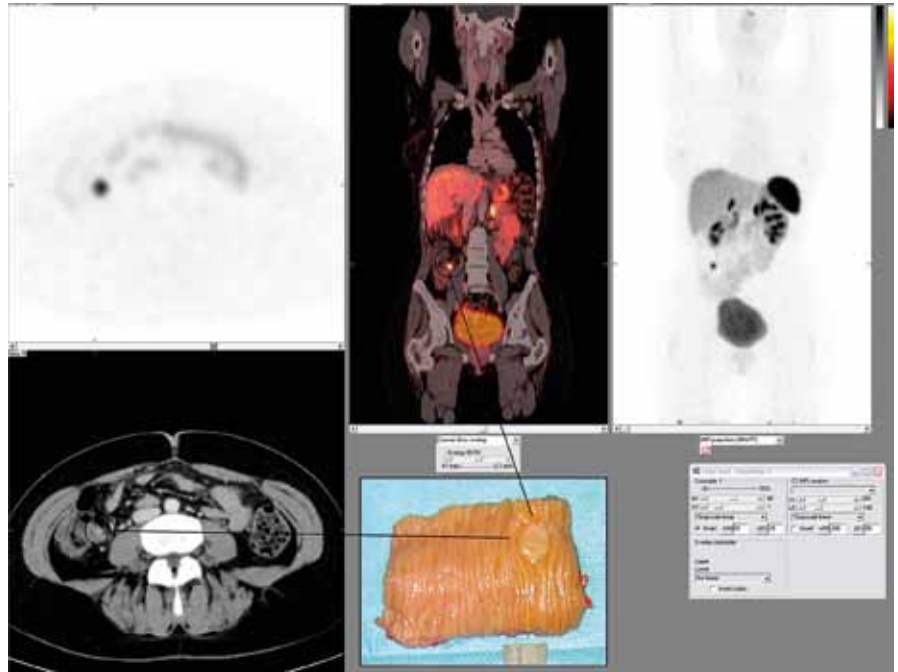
Nachweis eines kleinen (8 mm) gut differenzierten Neuroendokrinen Tumors des Dünndarms mittels ^{68}Ga -DOTATOC-PET/CT
